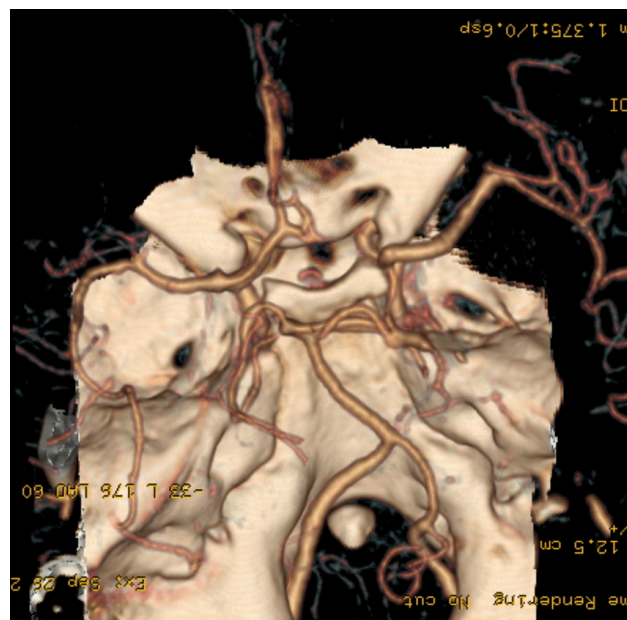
Angio-TAC com reconstrução 3D sem qualquer evidência de lesões vasculares identificáveis, nomeadamente à direita.
